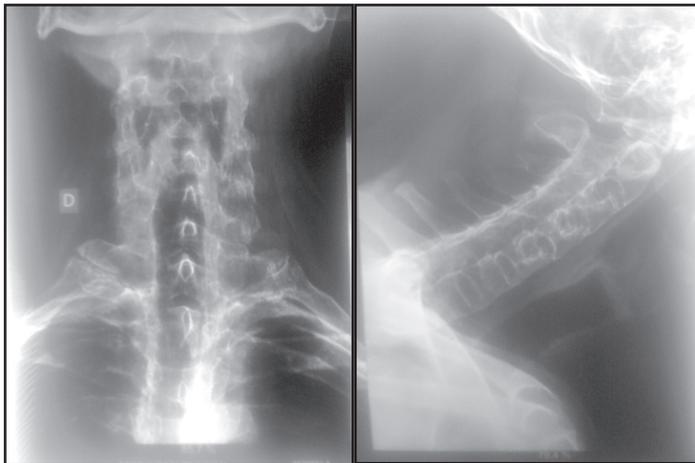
Radiografía cervical demostrando anteroflexión cervical y formación de puentes óseos.
